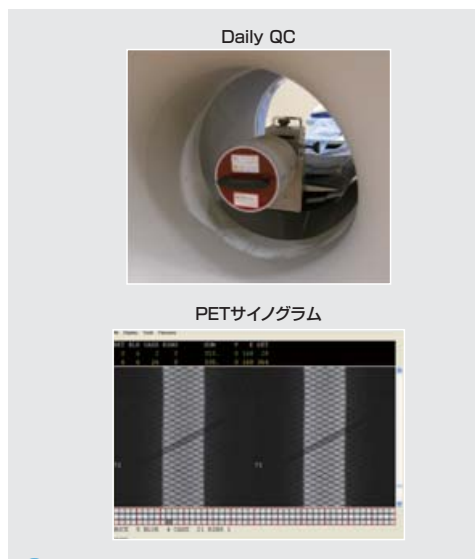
PET/CTのdaily QCと検出器異常時のサイノグラム
